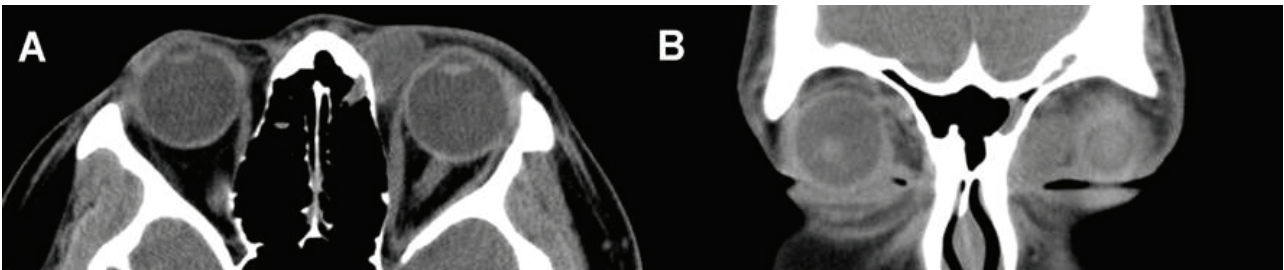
Case 1. Axial (A) and coronal (B) non-contrast orbit CT images of the orbit demonstrating a 1.2 cm×1.7 cm sized well-circumscribed homogenous soft tissue mass in the left orbit. Neither adjacent tissue invasion nor internal calcification is observed.
